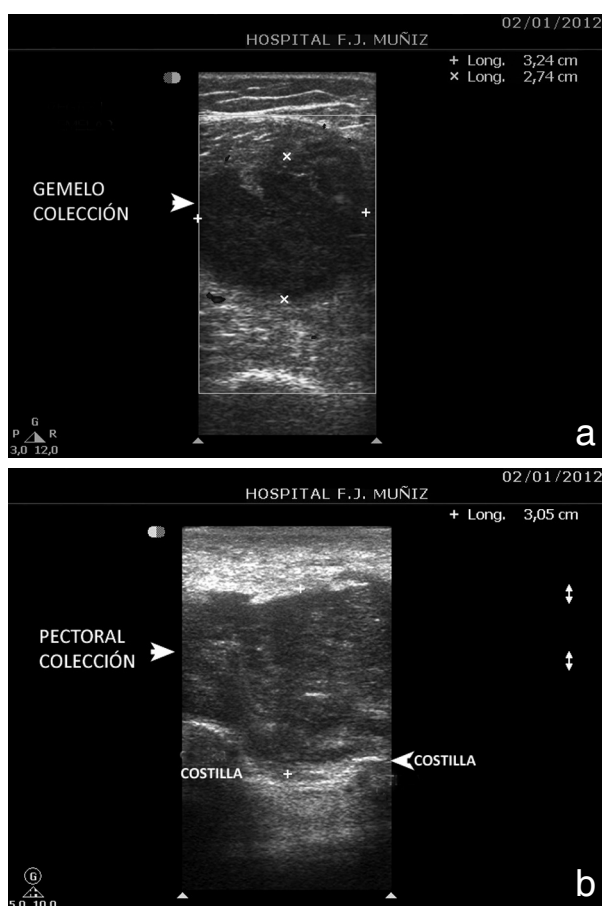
Niña de 14 años, práctica de natación, HIV (-), albuminemia 2,9 g/l. Aislamiento: SAMRCo del material del absceso. Ecografía: a) Piomyositis pectoral. b) Piomyositis gemelar.
